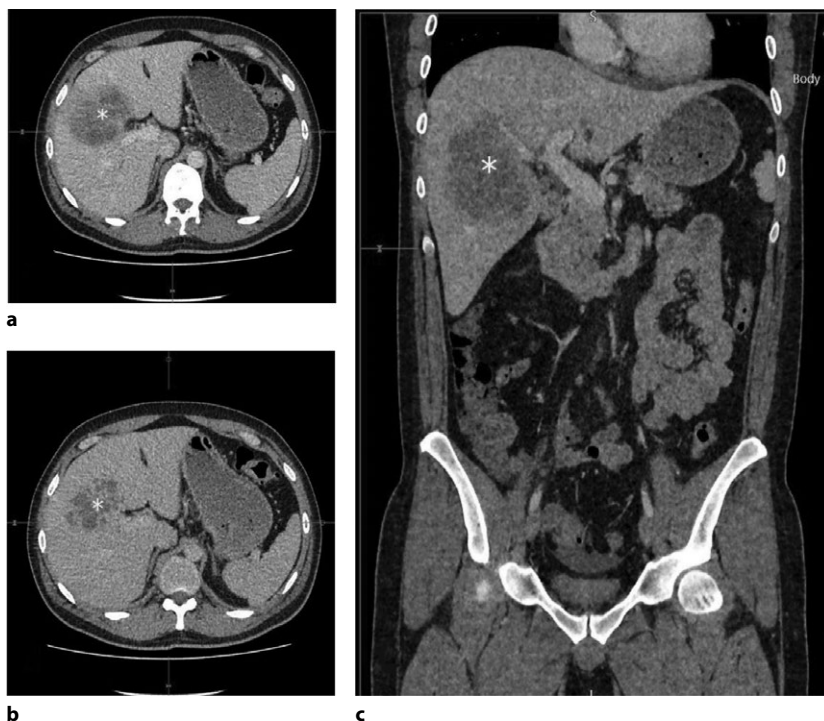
Крупное неоднородное гиподенсивное образование в печени с нечеткими границами, множественными перегородками, неоднородно, мозаично накапливающее контраст (*). КТ органов брюшной полости с контрастированием: аксиальные (а, б) и корональный (с) сканы
